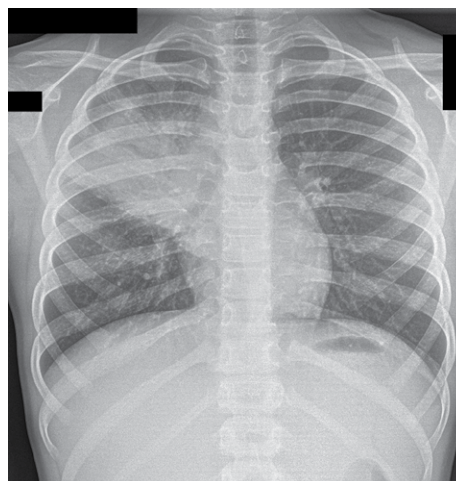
Рентгенограмма ребенка Н., 8 лет 7 мес., 27.04
